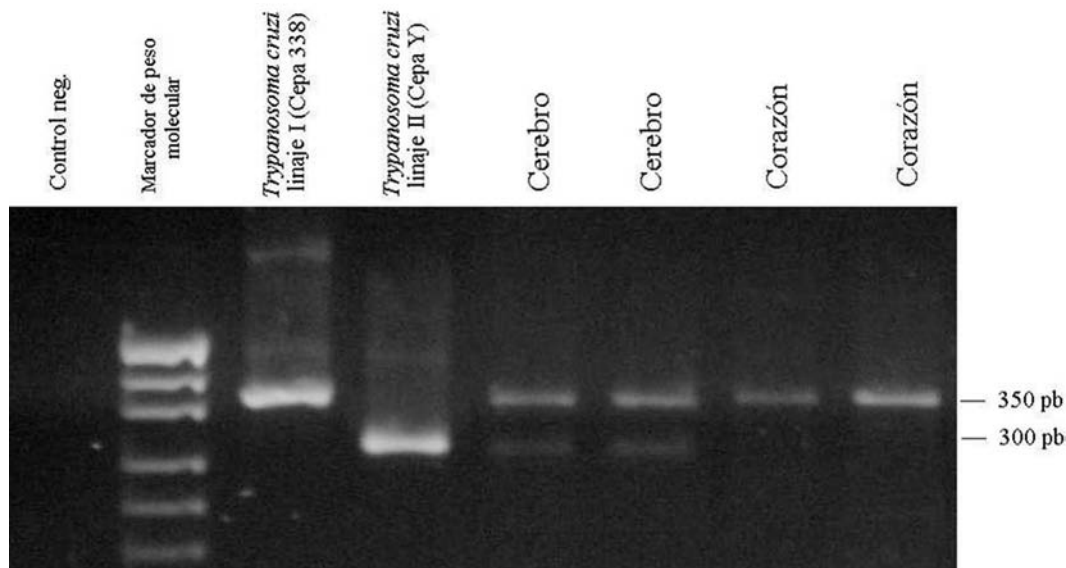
Amplificación del espaciador intergénico del Mini-exon de *Trypanosoma cruzi* (Primers TC, TC1, TC2).
